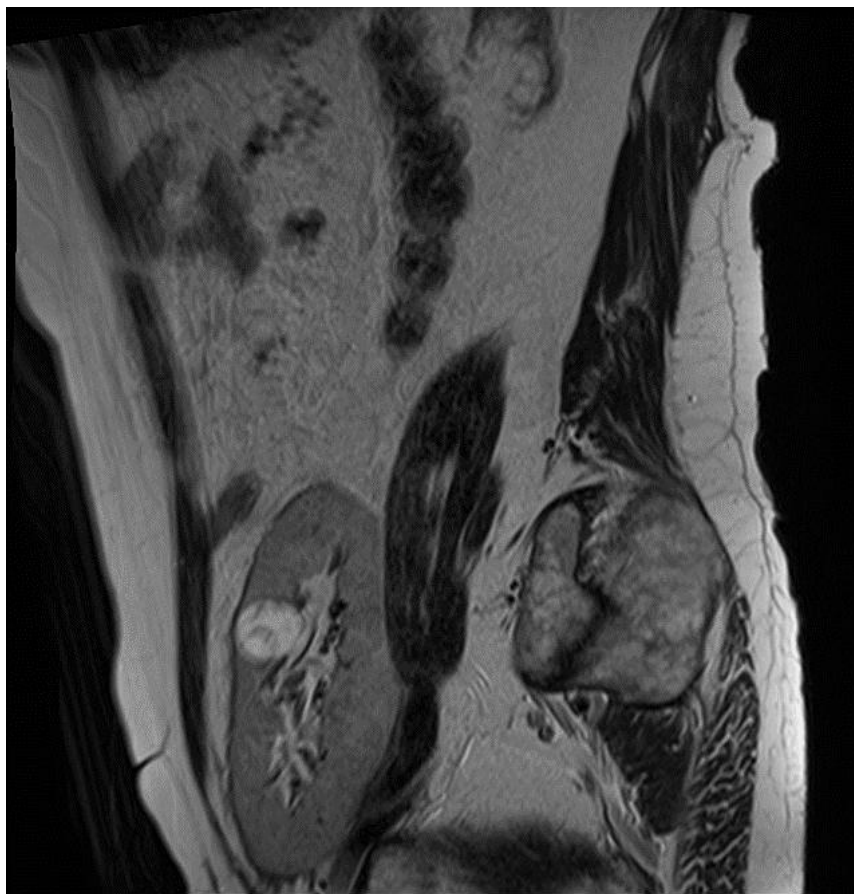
Магниторезонансная томография почечного трансплантата с кистозно-солидной опухолью
